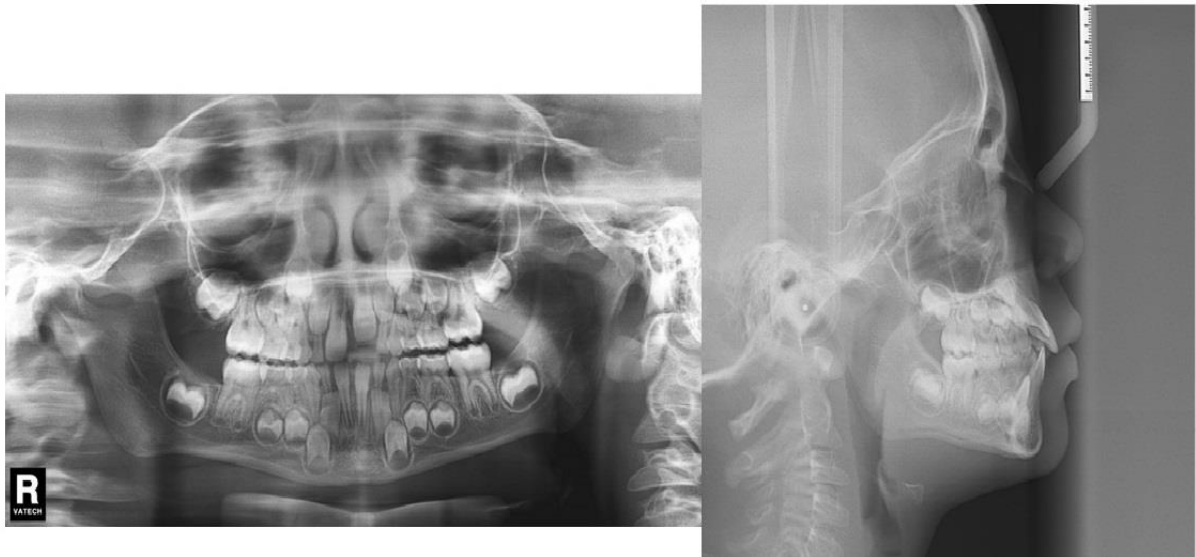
Radiografia panorâmica e Telerradiografia pré ERM.
